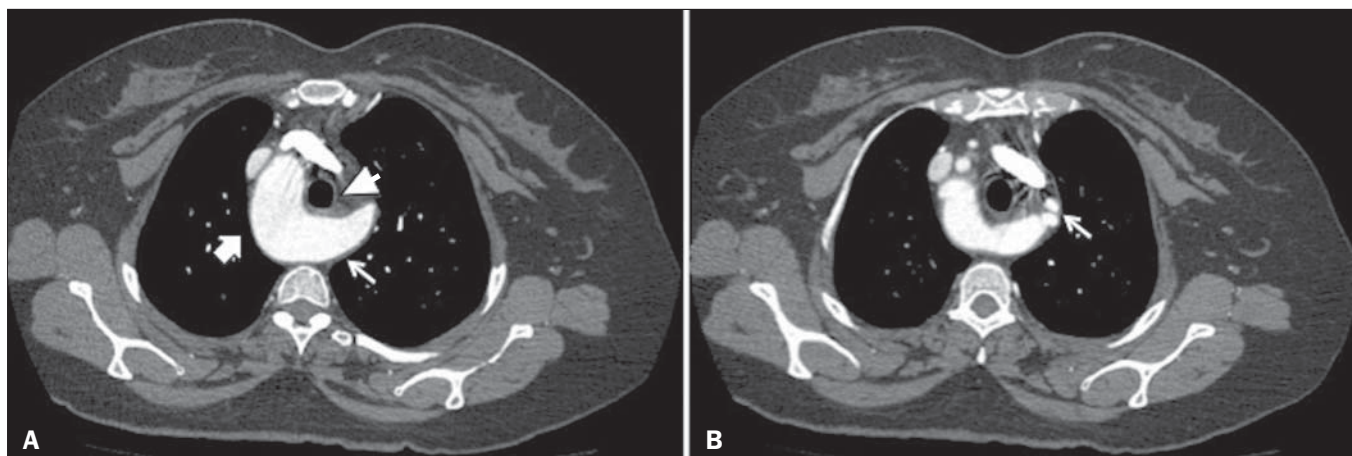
Angiotomografia computadorizada do tórax no plano axial. A: Arco aórtico à direita (seta grossa), identificando-se divertículo de Kommerell à esquerda (seta fina), determinando deslocamento anterior do esôfago (ponta de seta). B: Imagem com corte mais cranial que em A mostrando divertículo de Kommerell que origina as artérias carótida comum e subclávia esquerdas (seta).
